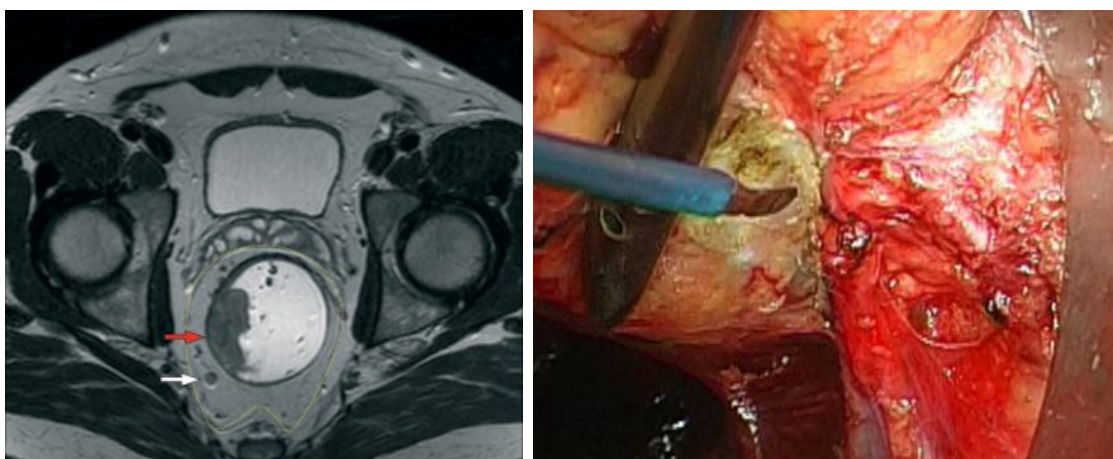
Cancer rectal ampular mijlociu – aspecte IRM (stânga), aspecte intraoperatorii - disecție laterală (dreapta).
